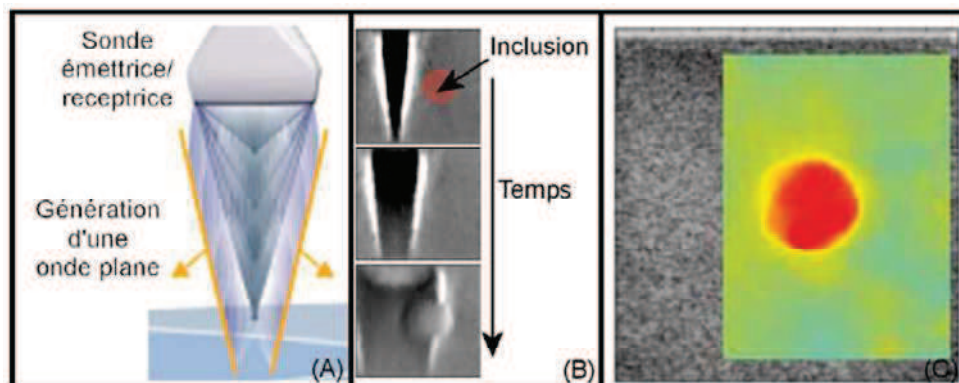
Principe du Supersonic Shear Imaging extrait de (Chenot 2011). (A) Une série rapide d'impulsions ultrasonores à différentes profondeurs entraîne la création d'une onde plane. (B) L'onde se propage à une vitesse dépendant de la rigidité du milieu. (C) Une carte de vitesses est établie permettant d'identifier les zones de rigidité différente.
